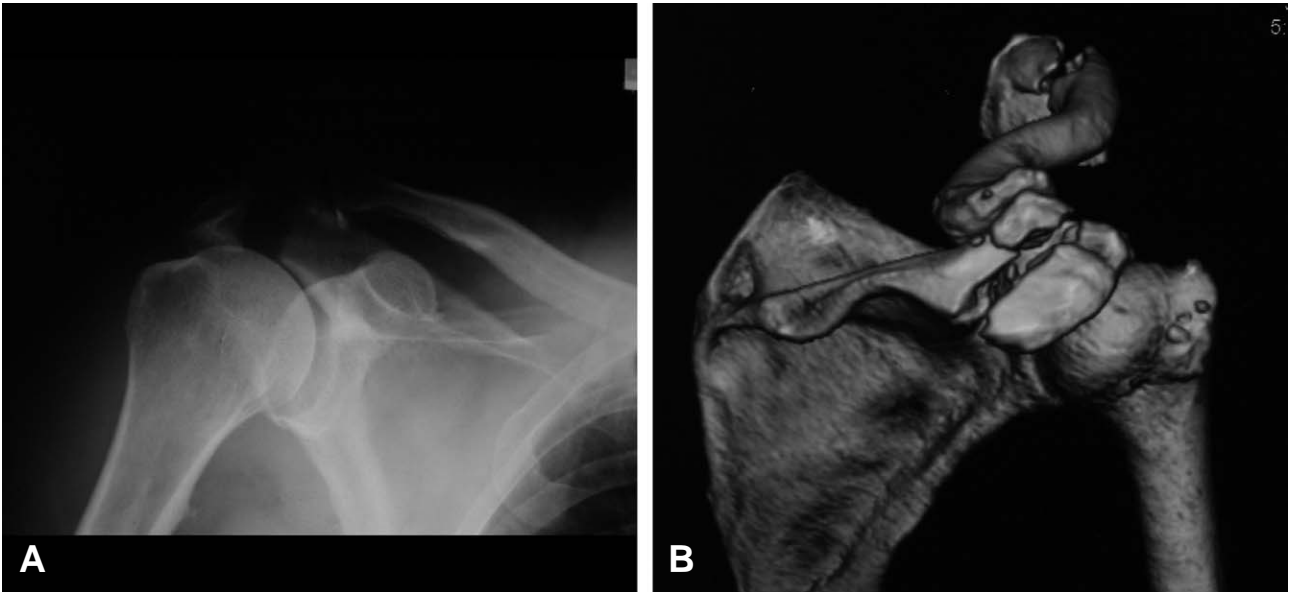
Isolated posterolateral fracture of the acromion was demonstrated by (A) Simple radiographs and (B) 3D reconstructed CT.
